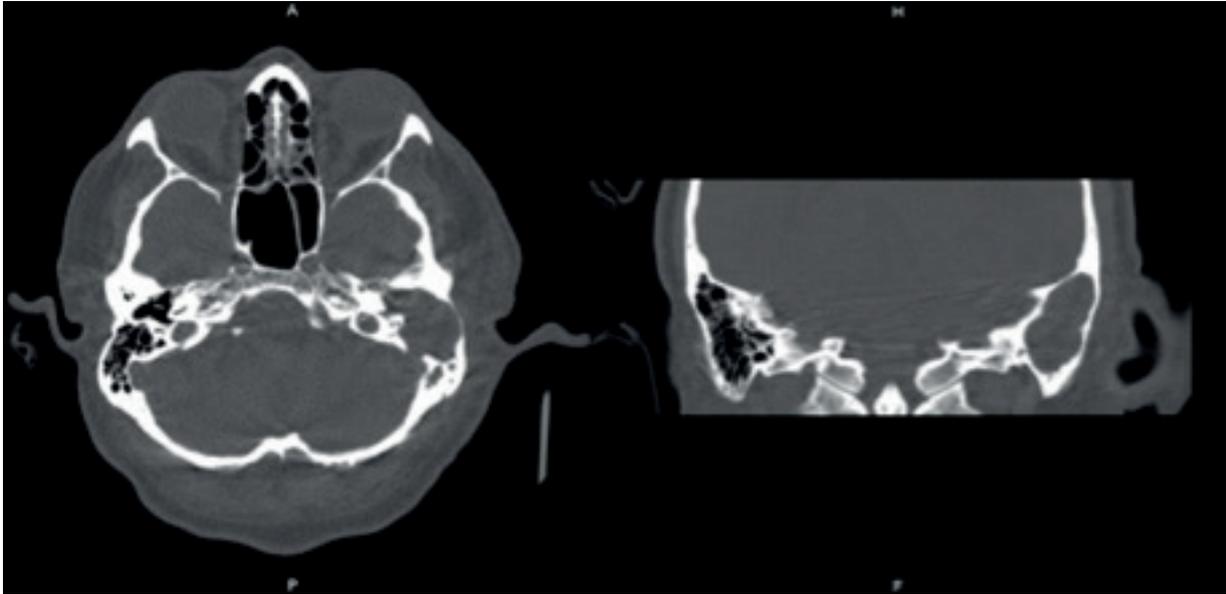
TAC de oídos con reconstrucción 3D. Corte axial y coronal. Ocupación mastoidea izquierda, erosión del tegmen mastoideo y de la pared posterior, oclusión del conducto auditivo externo. Fuente: imagen tomada del archivo de imágenes diagnósticas del paciente, Hospital Federico Lleras Acosta; Ibagué, Tolima.
